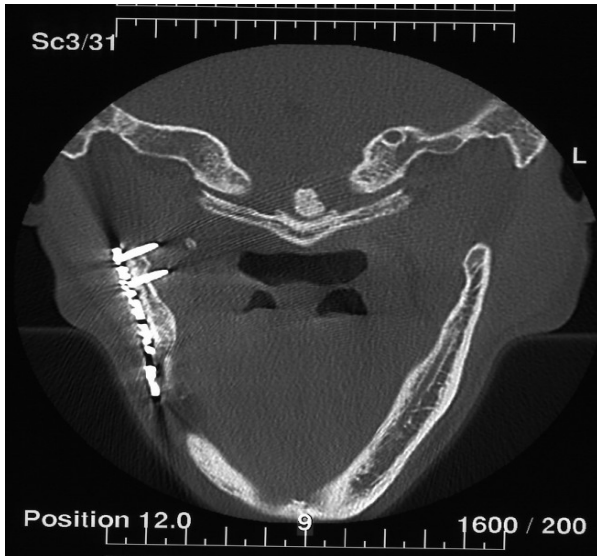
CT-Schnitte 8 Monate post 1.OP: OS-Platte im Bereich rechter Kiwi bei V.a. Sequesterbildung
